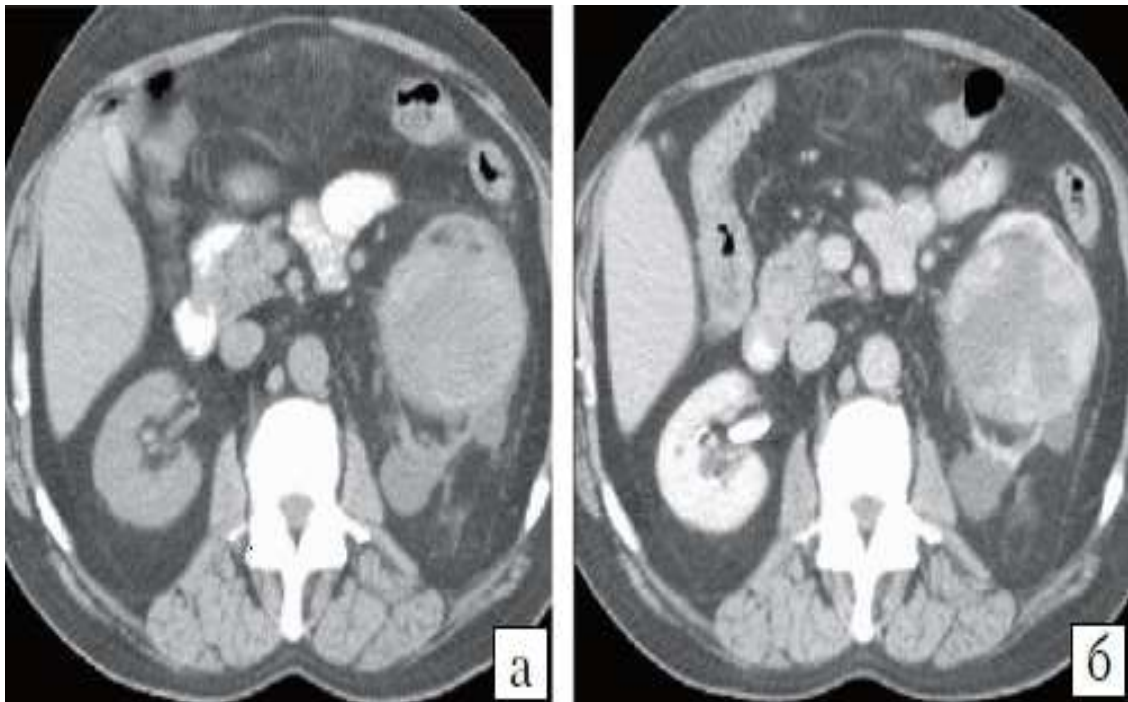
Комп'ютерна томограма. Кістозне утворення лівої нирки: а - до внутрішньовенного контрастування паренхіма нирки атрофована, гіподенсивний отвір з неоднорідною щільністю і дві кісти; б - після контрастування великі пристіночні внутрішні зони утворення підвищують свою щільність на 25-30 Н - ознаки злоякісного кістозного утворення. (IV клас кіст по Босніаку - Bosniak M.A. [16])
